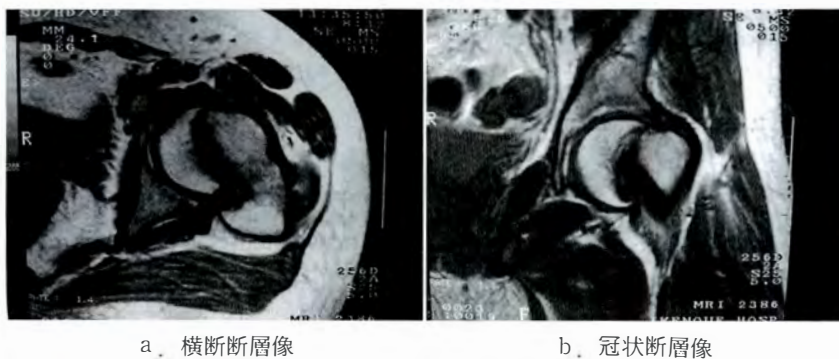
症例 3: 術前 MRI(T1 強調画像)
